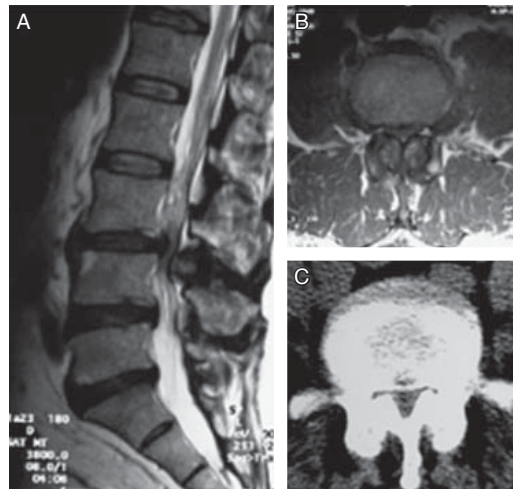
A) Resonancia magnética (RM) sagital de un paciente con estenosis a conducto a nivel de L3/L4. B) Resonancia magnética axial del mismo paciente en donde se observa protrusión discal y obliteración de los forámenes. C) Tomografía axial computarizada (TAC) en donde se aprecia importante hipertrofia facetaria.
